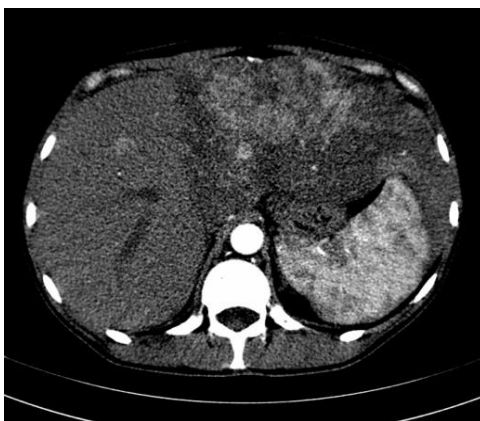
КТ брюшной полости, артериальная фаза. 19.12.2011 г. (в процессе лечения).
